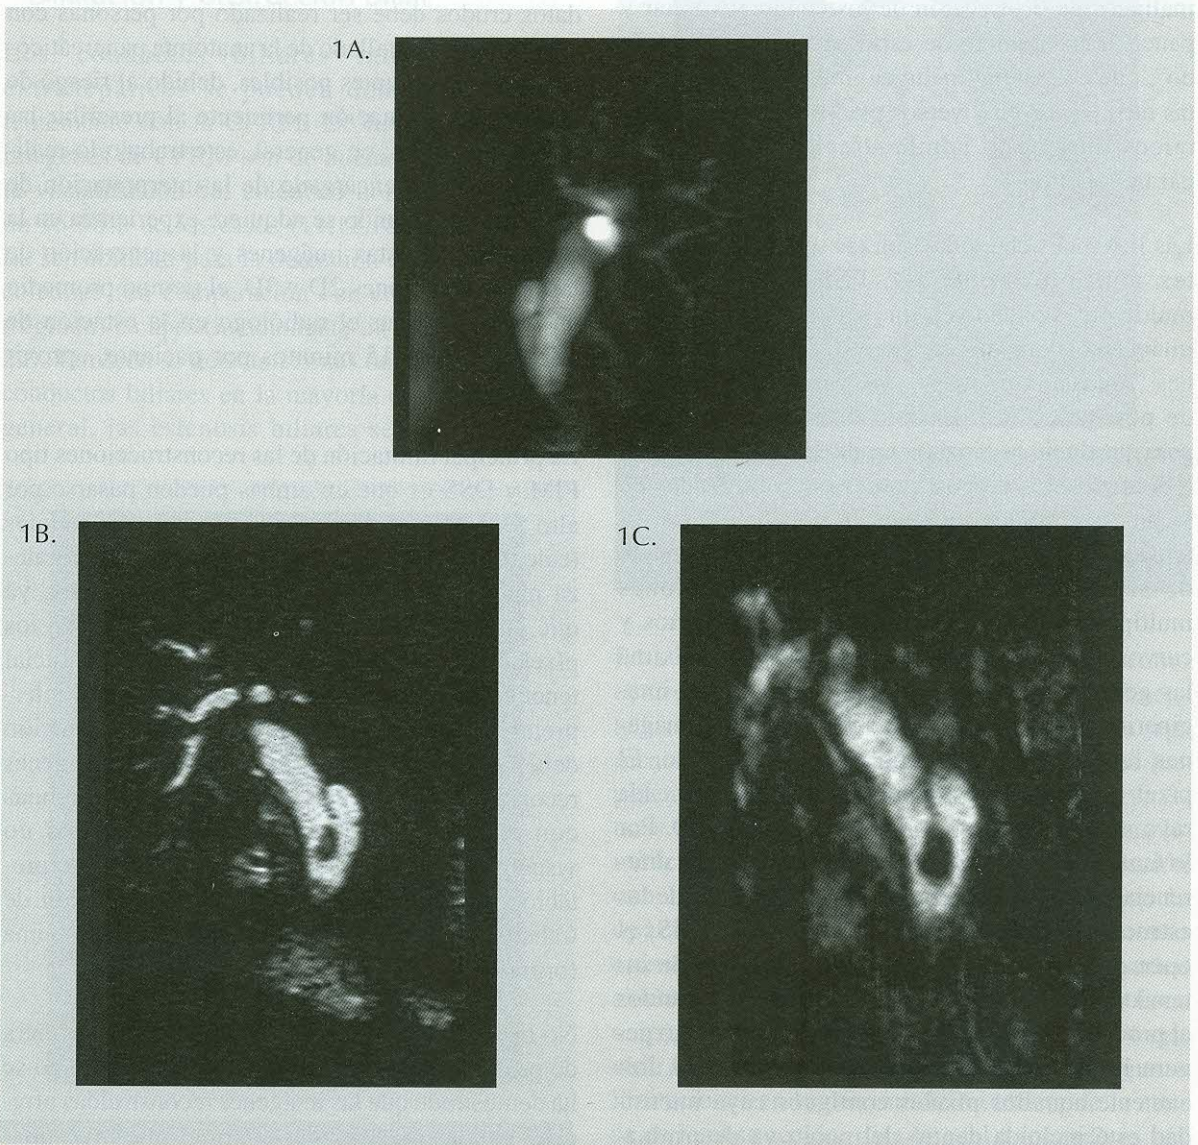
Colangiografía por RM obtenida con diferentes técnicas. 1A) Técnica HASTE corte único, 1B) Técnica HASTE multicorte, reconstrucción tipo PIM y 1C) Técnica 3D FSE, reconstrucción tipo PIM. En todas las secuencias se observan imágenes de cálculos en el colédoco.
